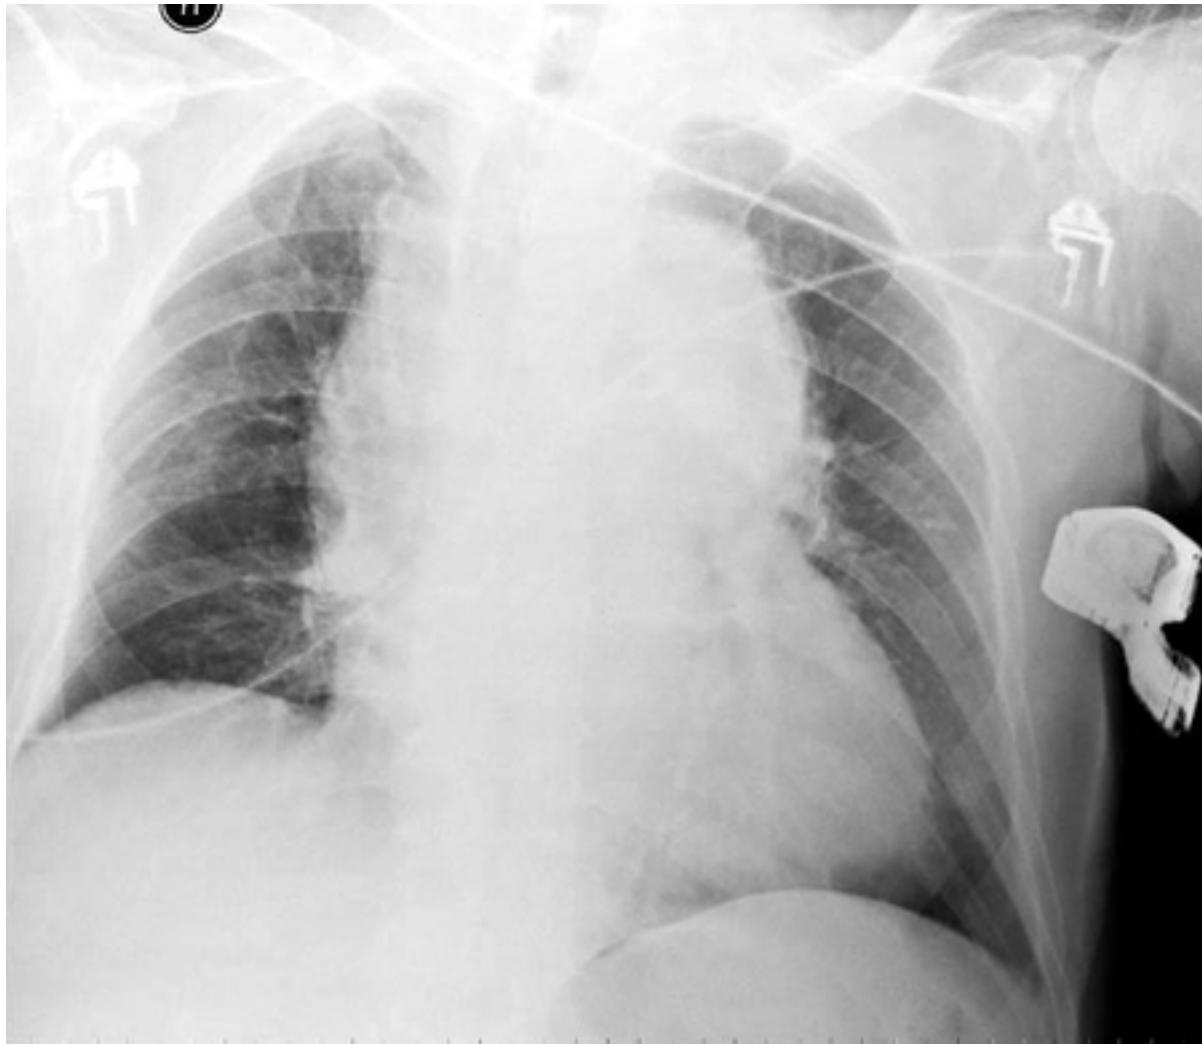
Radiografia torácica mostrando mediastino alargado
